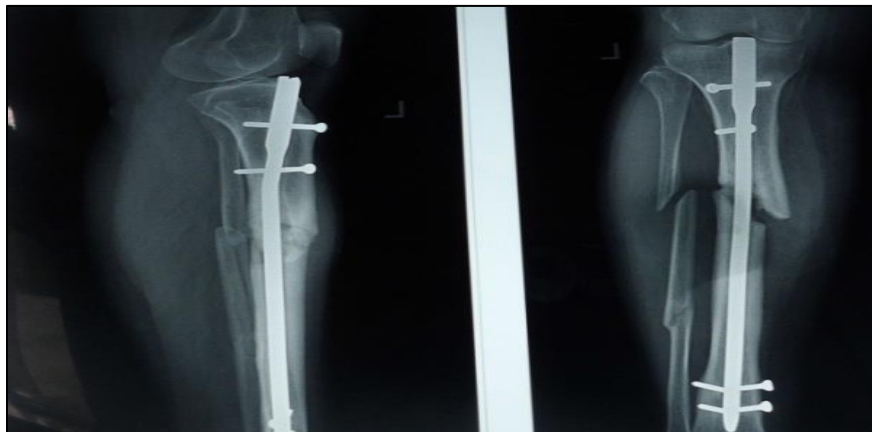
Рентгенография левой голени больной К. от 30.08.2012 года
